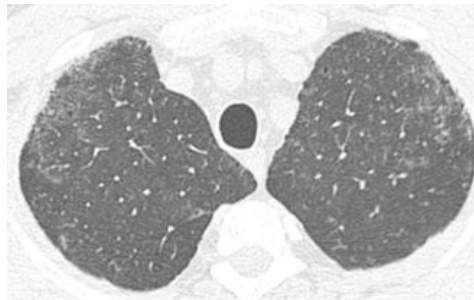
Corte transversal de TAC que muestra micro nódulos centrilobular y opacidad en vidrio esmerilado típica de enfermedad intersticial de bronquiolitis respiratoria pulmonar.
